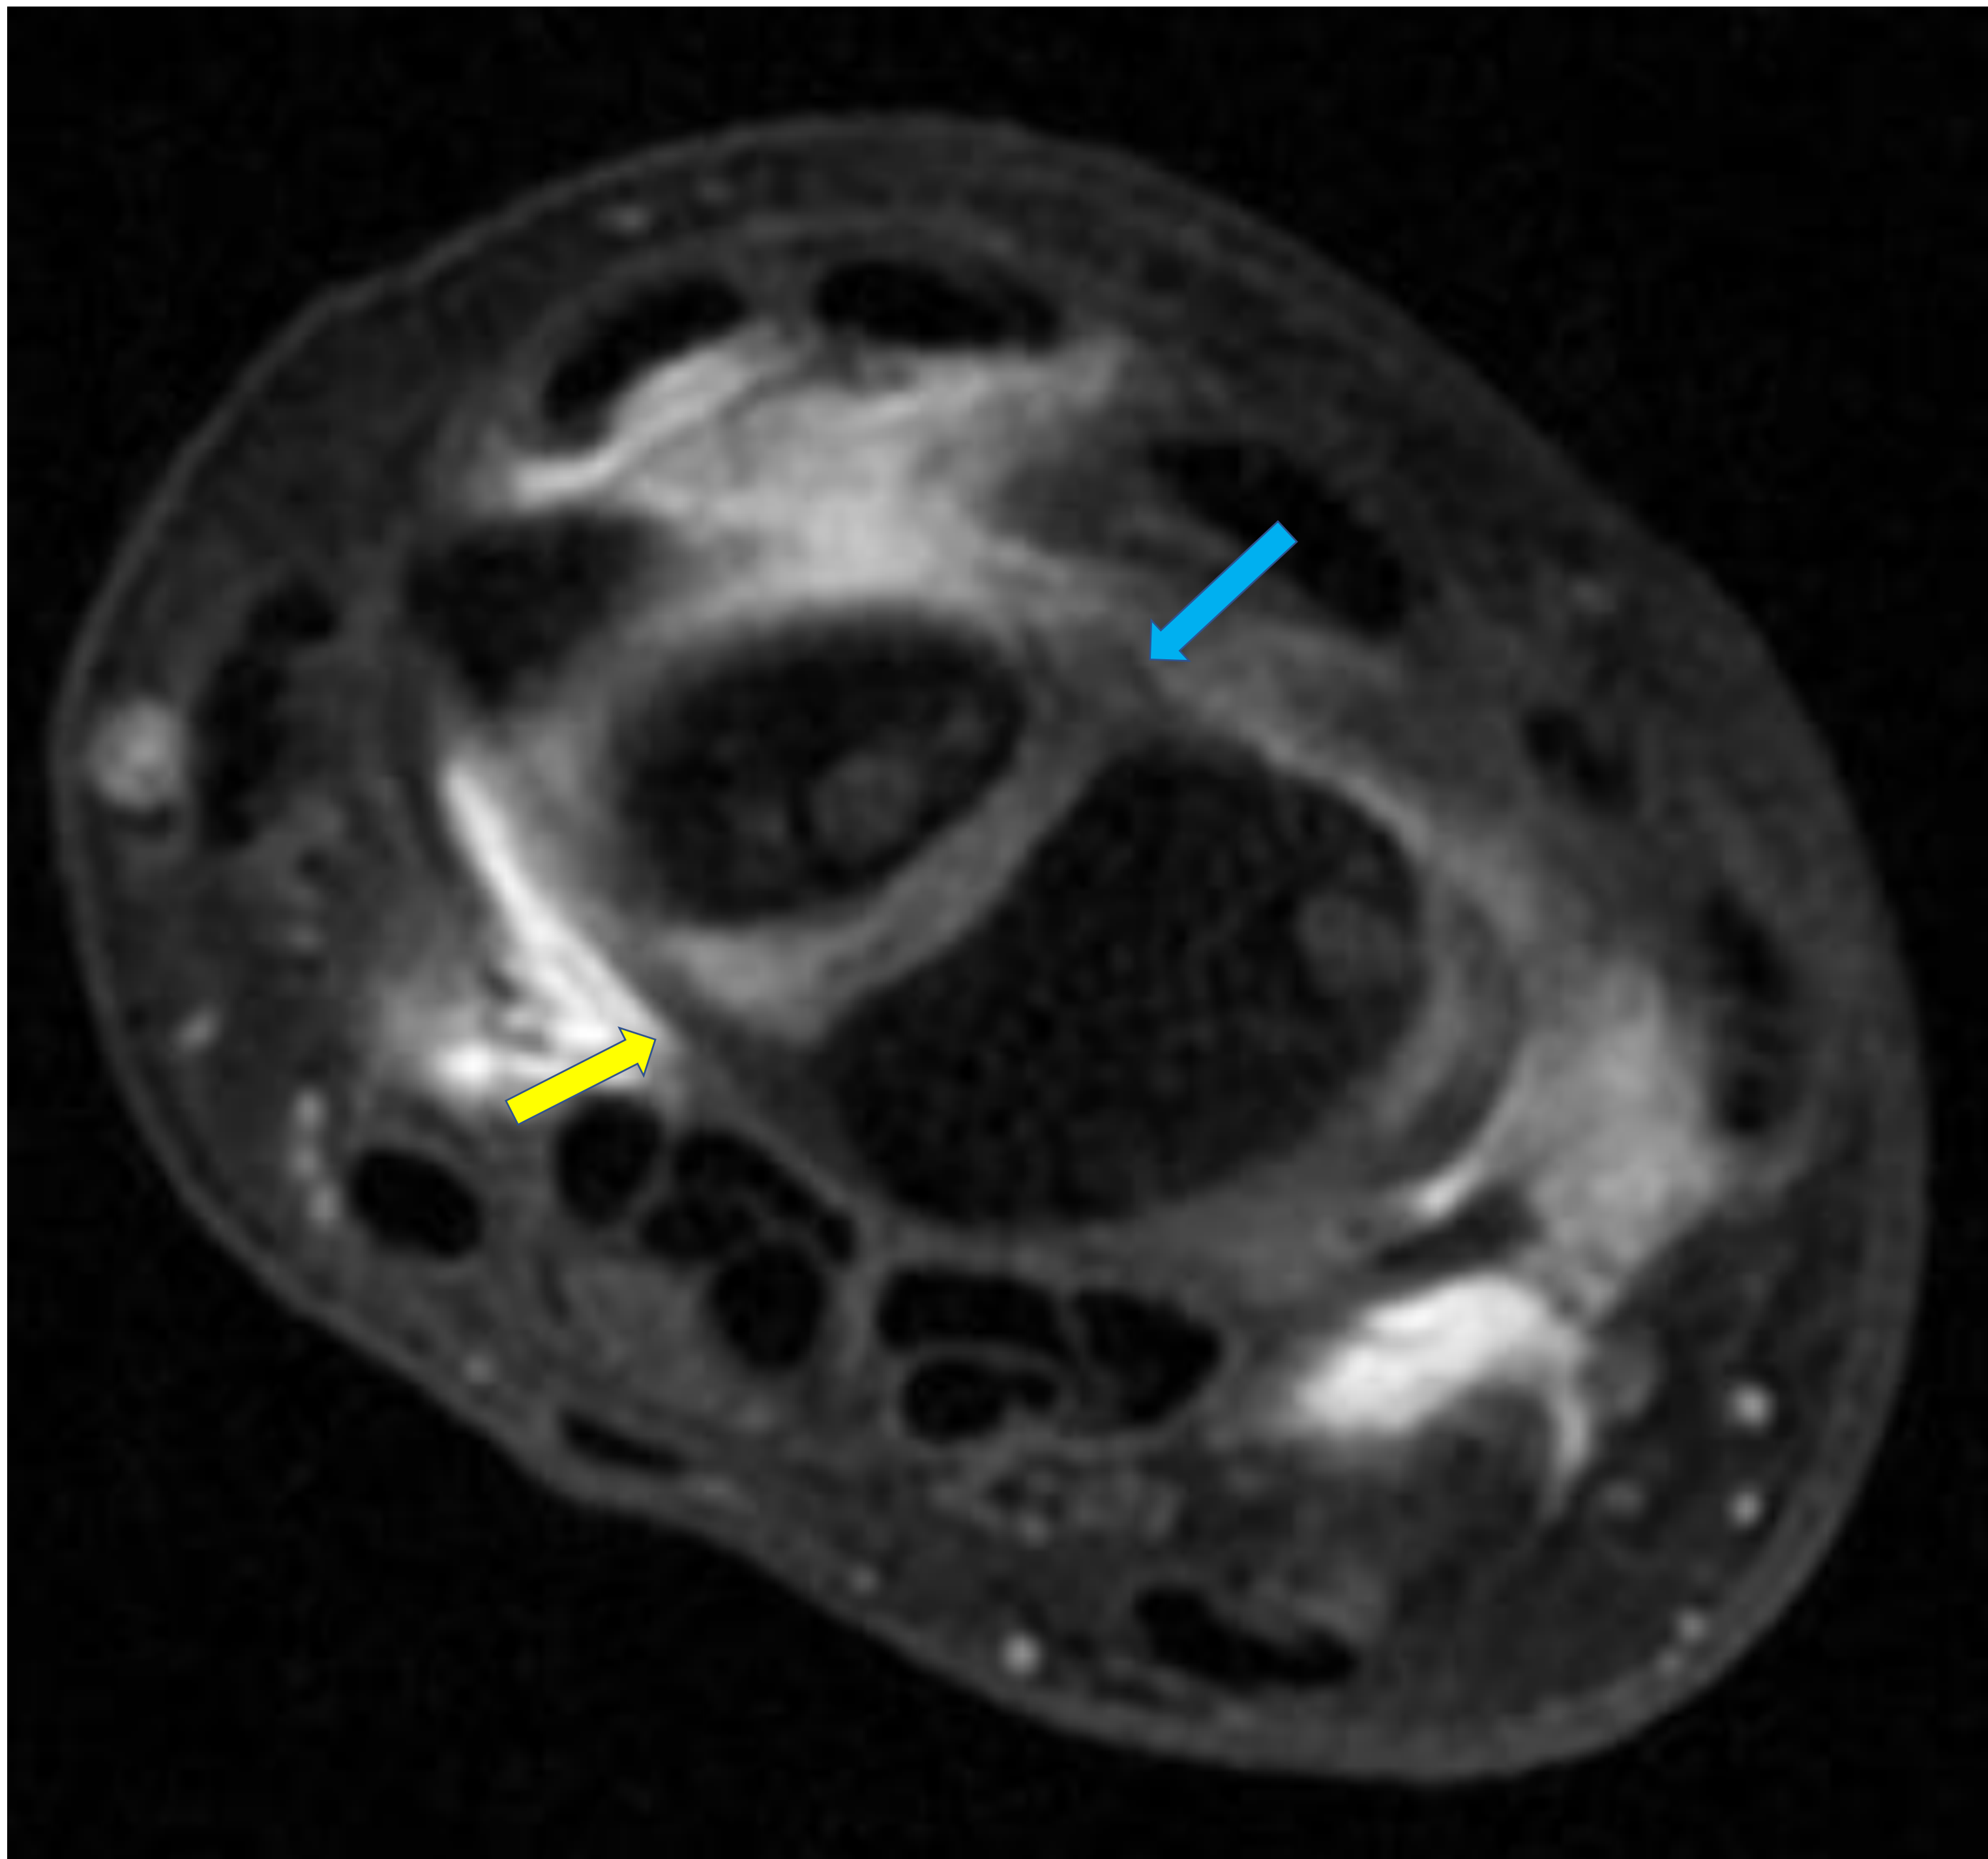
Imagen número 8. Arthro RMN secuencia T1 FATSAT axial (izquierda) y coronal (derecha). Leve distorsión y aumento de la intensidad de señal en la vertiente dorsal del ligamento escafolunar (flecha azul) sin aumento del espacio visualizada en corte axial, no visible en corte coronal. Es un error valorar el ligamento escafolunar en cortes coronales centrales únicamente. Ligamento escafolunar volar (flecha amarilla) íntegro.
